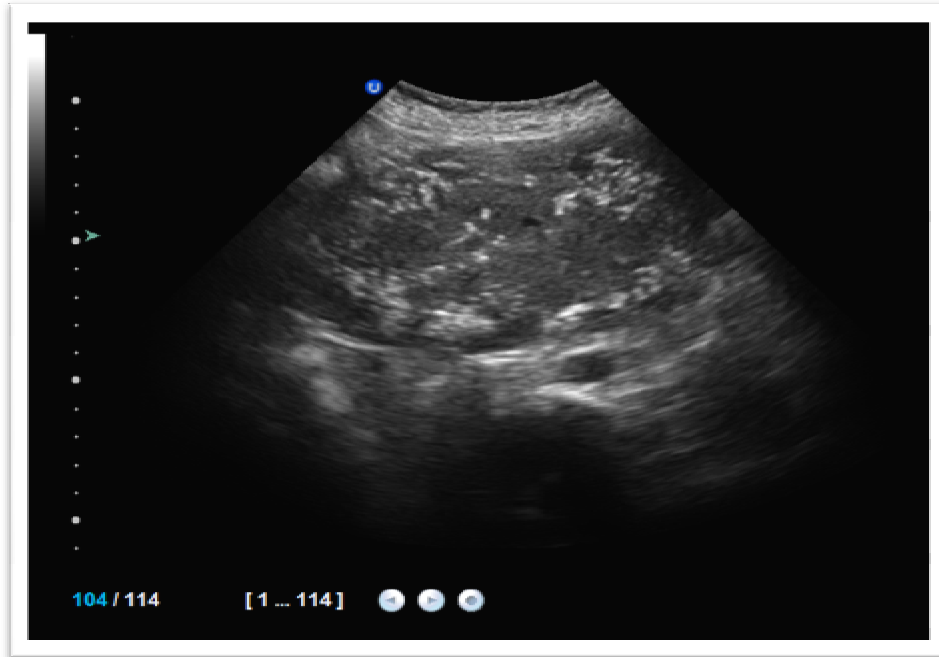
image échographique du placenta calcifié
